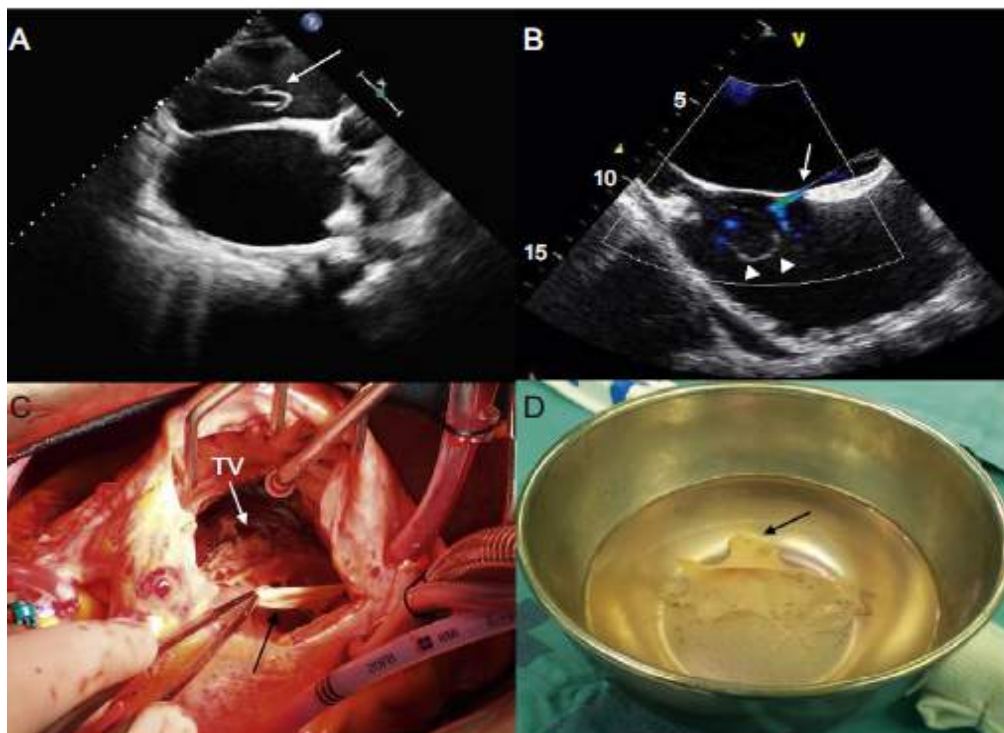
Эхокардиографическая визуализация (ТТ-ЭхоКГ) сети Chiari с своеобразным выпячиванием (А); турбулентный поток через ФОО, направленный из левого предсердия в правое предсердие (В); интраоперационная визуализация и иссеченная сеть Chiari больших размеров 6,2 x 6,0 см (С, D) (Заимствовано из G.Laguna, N.Arce, M.Blanco, 2015 [392]).
